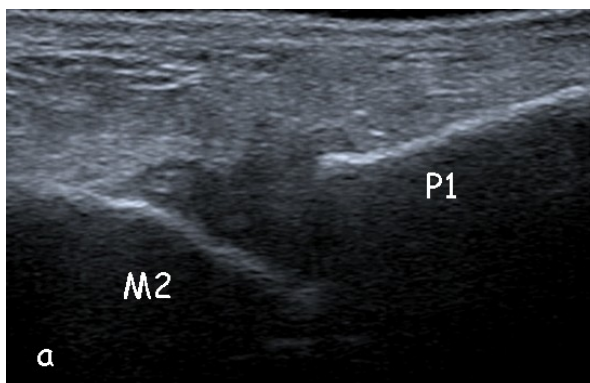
Syndrome du 2ème rayon : sur la coupe sagittale dorsale échographique (a) il existe une subluxation métatarsophalangienne également repérable en radiographie de face (b) par un pseudo-pincement de l'interligne articulaire (flèche)
